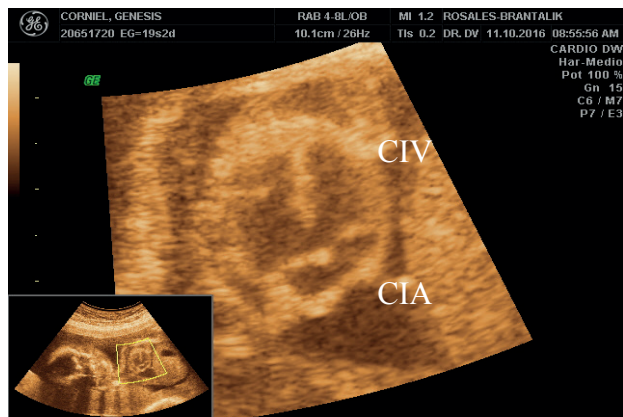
Características ultrasonográficas del corazón en vista apical de 4 cámaras, demostrando una comunicación interventricular (CIV) y una comunicación interauricular (CIA) por defecto de las almohadillas endocardicas tipo canal atrio ventricular balanceado.
